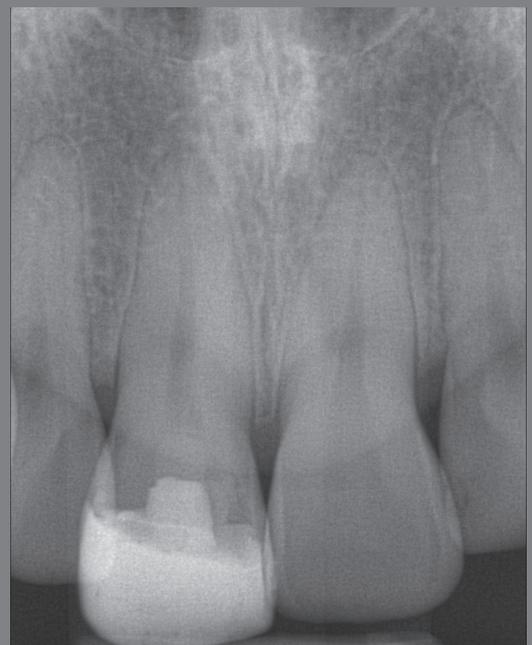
Röntgenkontrolle nach 6 Monaten
